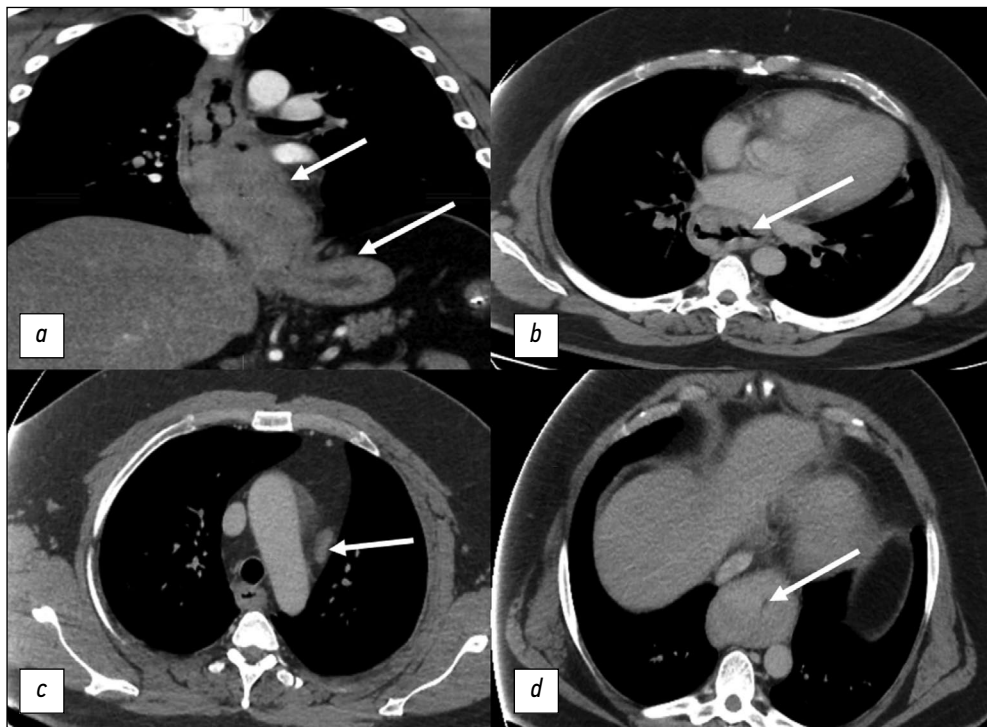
Компьютерная томография органов грудной клетки. Белыми стрелками отмечены патологические изменения: *a* — новообразование пищевода, с распространением на кардиальный отдел желудка, протяжённостью 186 мм; *b* — массивные разрастания опухолевой ткани с сужением просвета в средней трети пищевода; *c* — опухолевое поражение регионарного парааортального лимфоузла; *d* — сужение просвета пищевода до 2 мм в нижней трети.
